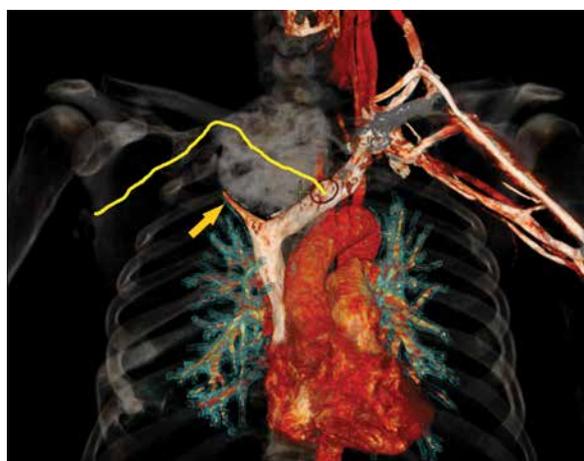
Компьютерно-томографическая ангиография пациента Г. Видна зона компрессии (инвазии?) правой плечеголовной вены (обозначена стрелкой). Линией отмечен ход правой подключичной артерии и ее устья (выделено кружком)
